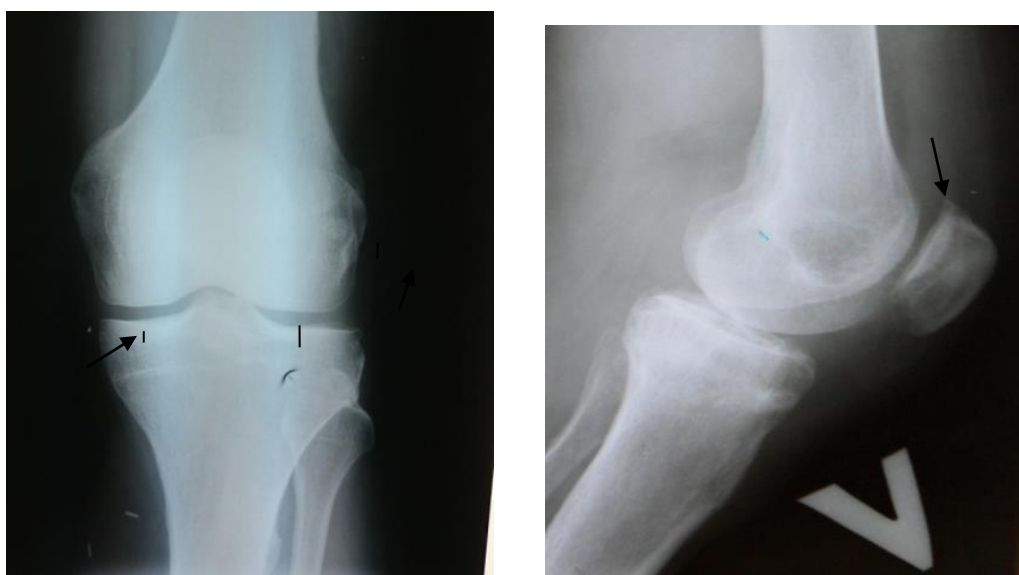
Рентгенография левого коленного сустава пациентки Т., 55 лет, в прямой и боковой проекции (стрелками указаны единичные остеофиты)
